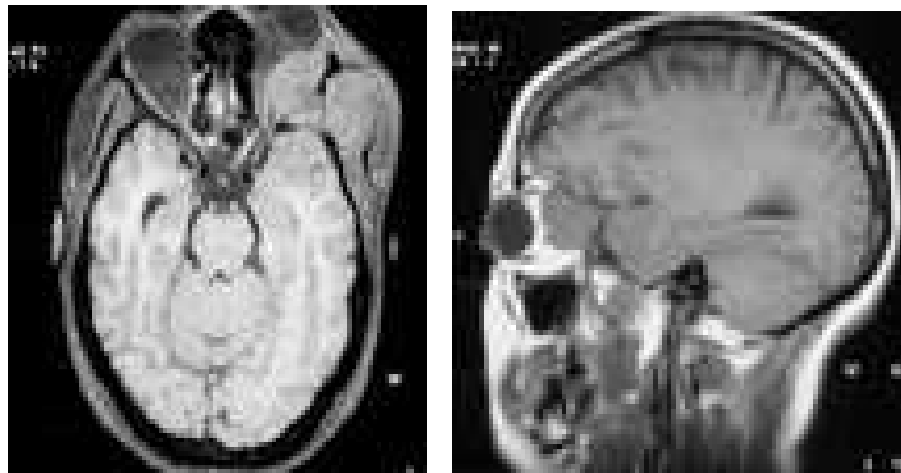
IMAGERIE PAR RESONANCE MAGNETIQUE, (A) COUPE AXIALE ET (B) SAGITTALE, EN PONDERATION T1. TUMEUR SPHENO-ORBITAIRE GAUCHE, REFOULANT LE ERF OPTIQUE, EN HYPOSIGNAL (notre patiente)
